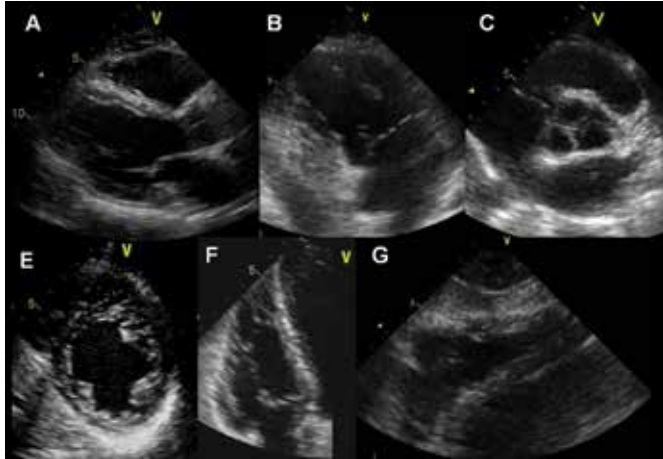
Echocardiographic views used to assess the right ventricle. A) Parasternal long-axis view which visualize the RV anterior wall. B) Long-axis view of the inflow tract which visualize the RV inferior (on the left) and anterior (on the right) walls. C) Parasternal short-axis view of right ventricular outflow tract. D) Parasternal short-axis view at the level of papillary muscles which visualizes the RV anterior, lateral, and inferior walls. E) apical four-chamber view which visualizes the RV lateral wall and interventricular septum. F) Subcostal view which visualize the RV inferior wall. Ao, aorta; LA, left atrium; LV, left ventricle; PA, pulmonary artery; RA, right atrium; RV, right ventricle; RVOT, right ventricular outflow tract.
